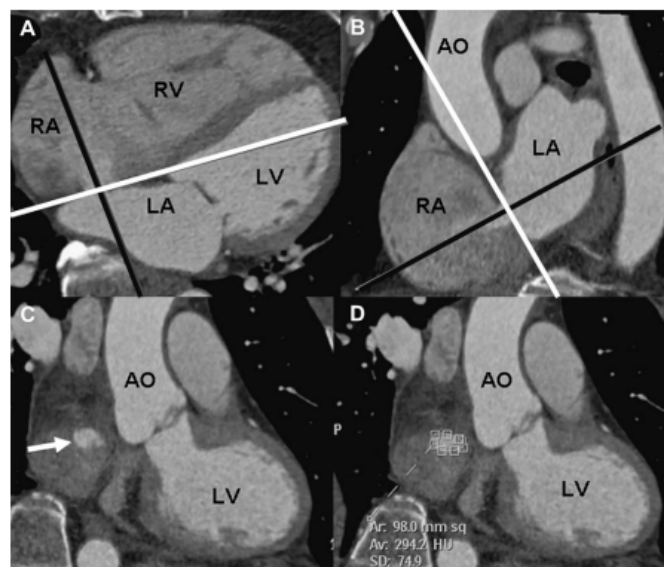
TC previa al implante del dispositivo. Reconstrucciones en cuatro cámaras a) y en eje corto b) a nivel de la CIA permiten obtener una reconstrucción oblicua coronal en vista en face del defecto septal (flecha) c). El área del defecto se determina en esta proyección, como se muestra en d).⁶
